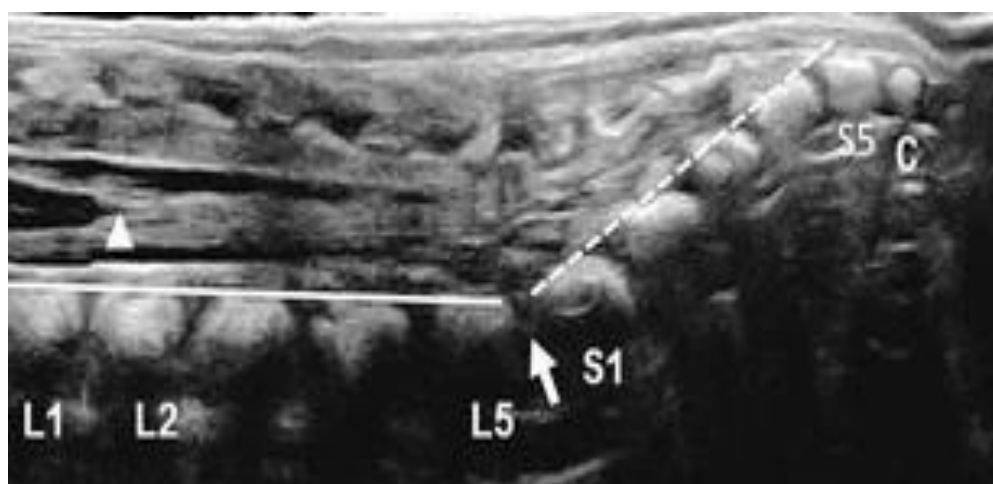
Методы определения уровня окончания мозгового конуса. Панорамное продольное УЗИ пояснично-крестцового отдела
